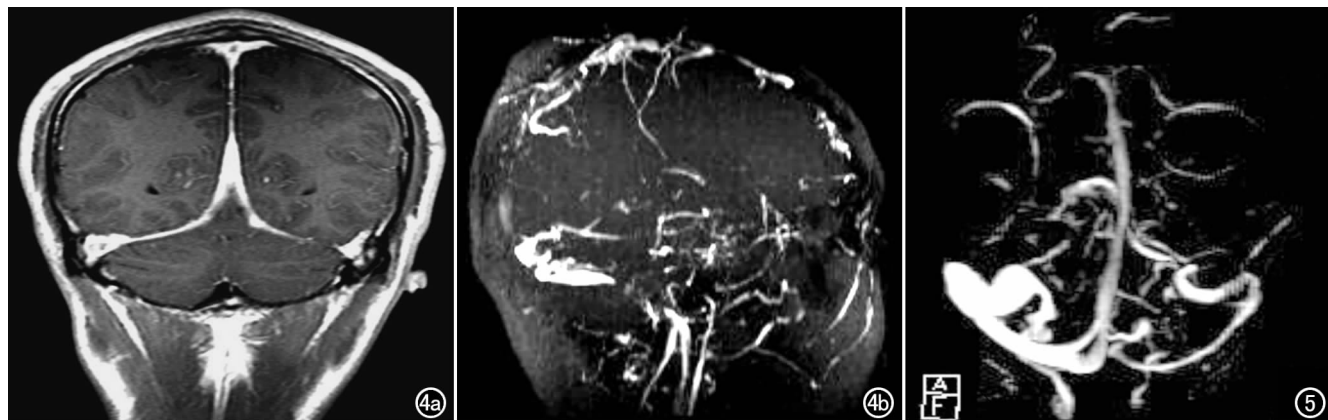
a) MRV 证实为脑静脉窦血栓形成, MRI 增强显示小脑幕、大脑镰增厚, 异常强化; b) 上矢状窦脑内深静脉血流信号消失, 双侧横窦、乙状窦明显变细, 颅内浅静脉及头皮静脉血流信号增强。图 5 上矢状窦前部血流未显示, 两侧横窦不对称, 左侧横窦血流信号明显变细, 边缘光滑。
